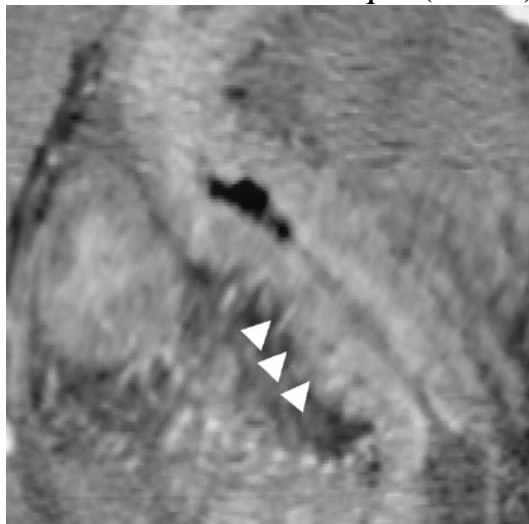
Sténose de la dernière anse. Entéro-IRM, noter l'épaississement pariétal transmurale (têtes de flèches) avec réhaussement après injection de produit de contraste et oedème sous-muqueux [32].
